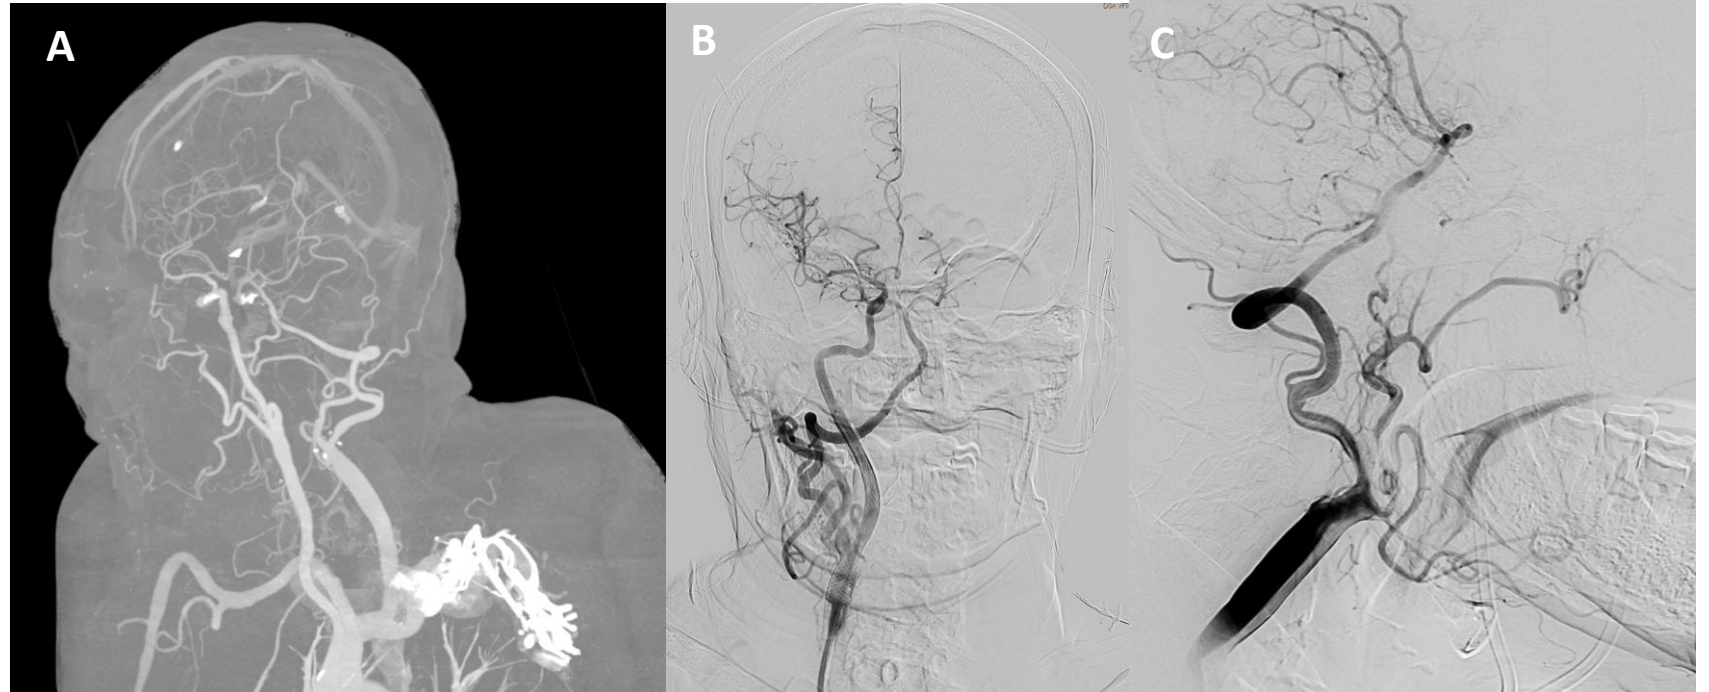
(Angio TC y arteriografía): se identifica una arteria proatlantal persistente que se origina de la región proximal de la arteria carótida externa derecha. Colocación de stent carotídeo en arteria carótida interna derecha ocluida (B).
